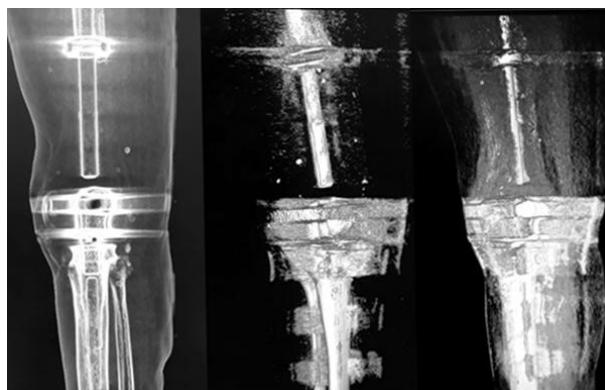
Tomografia de coxa direita no pós-operatório imediato, demonstrando posicionamento da endoprótese
